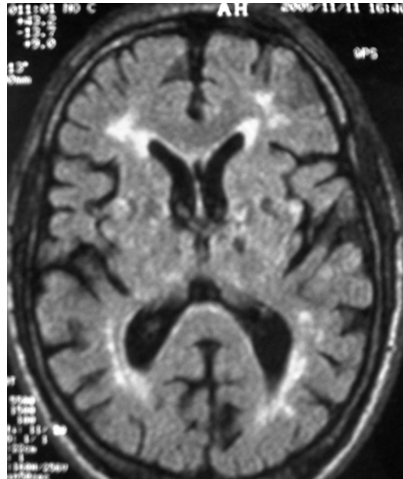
A 68-year-old woman with hypertension and type 2 diabetes presented with delay-onset of progressive Parkinsonism combined with executive dysfunction, emotional incontinence, gait difficulties and pyramidal signs. FLAIR-sequenced brain magnetic resonance imaging showed periventricular white matter abnormalities combined with multilacunar infarcts in the basal ganglia. Patient did not respond to L-dopa therapy.
